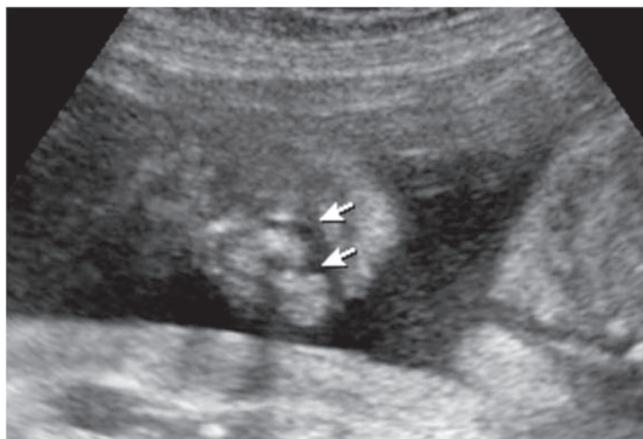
Transabdominal sonography shows fetal cleft lip (arrows).
